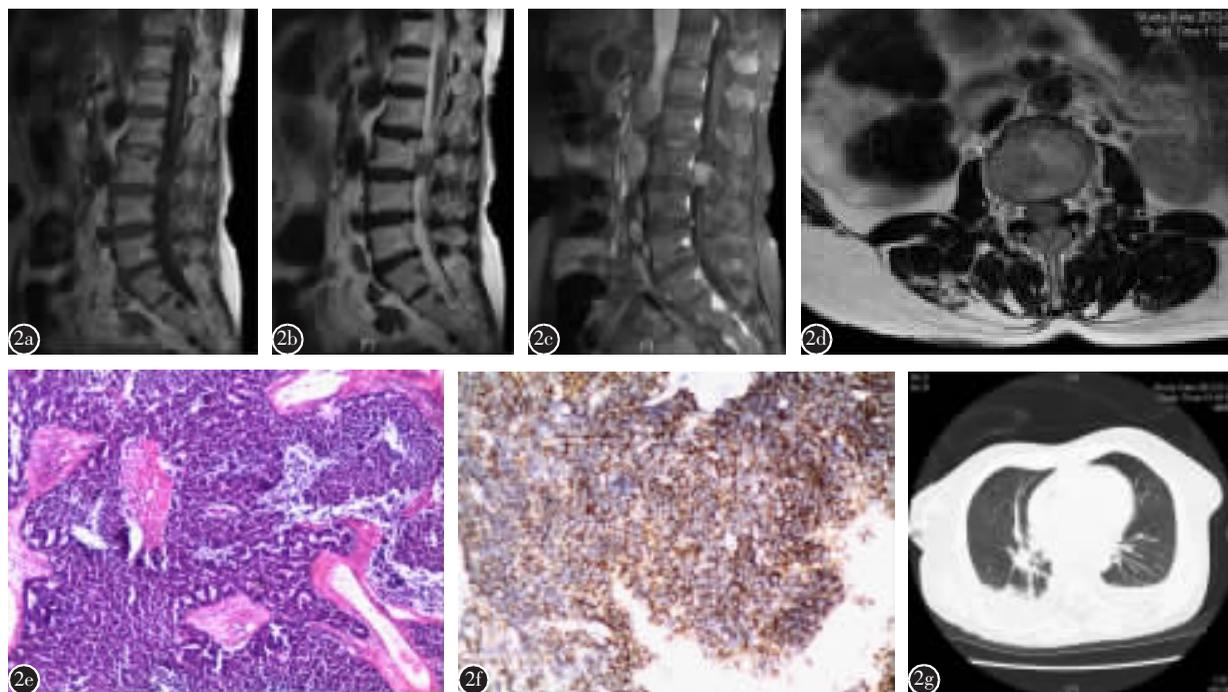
病例 2, 女, 63 岁 a 术前 MRI 示 L3 水平椎管内硬膜下椭圆形占位性病变, T1WI 呈等信号 b T2WI 呈低信号 c 增强扫描可见明显强化 d 轴位像可见病变边界清楚, 信号均匀 e 椎管内肿物 HE 染色可见短梭形及小卵圆形肿瘤细胞弥漫排列, 核浆比高, 染色质胡椒盐样 (×40) f 免疫组化: CD56(+), 可见细胞膜呈棕色颗粒样 (×40) g 胸部 CT 可见双肺下叶后底段斑片状高密度影, 边界模糊, 密度不均
